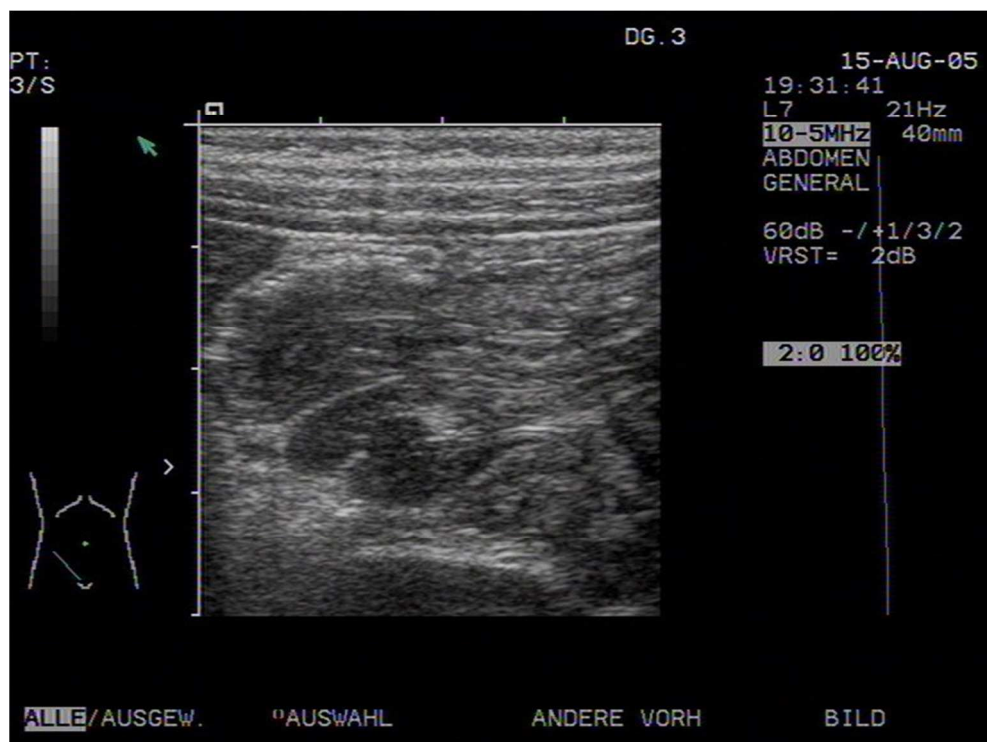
Patientin K.P. (22 Monate). Sonographische Aufnahme der Invagination im Längsschnitt
